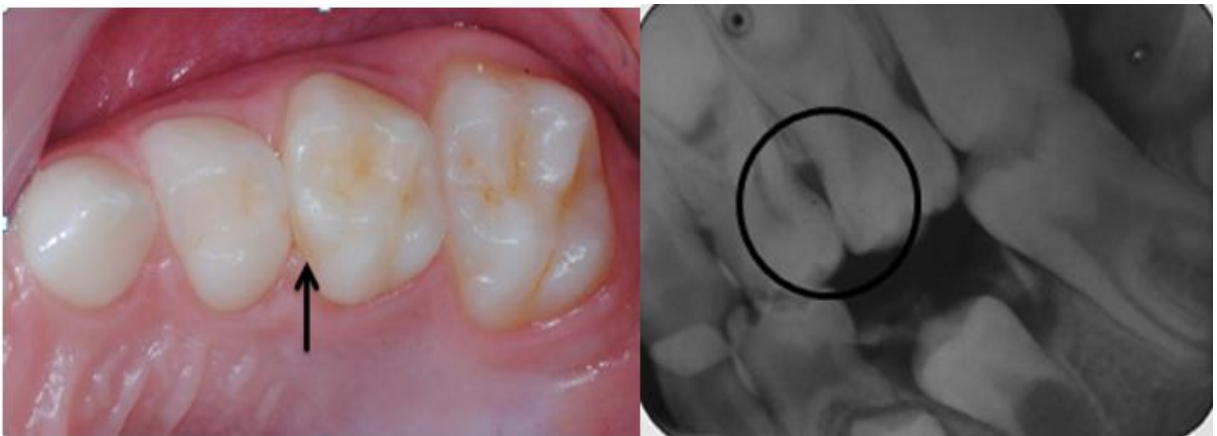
Caso clínico A com respectiva radiografia interproximal apresentado aos alunos matriculados no ultimo semestre dos cursos Graduação em Odontologia da FOA-UNESP (Dente 64, superfície oclusal, código ICDAS 3, lesão inativa).
